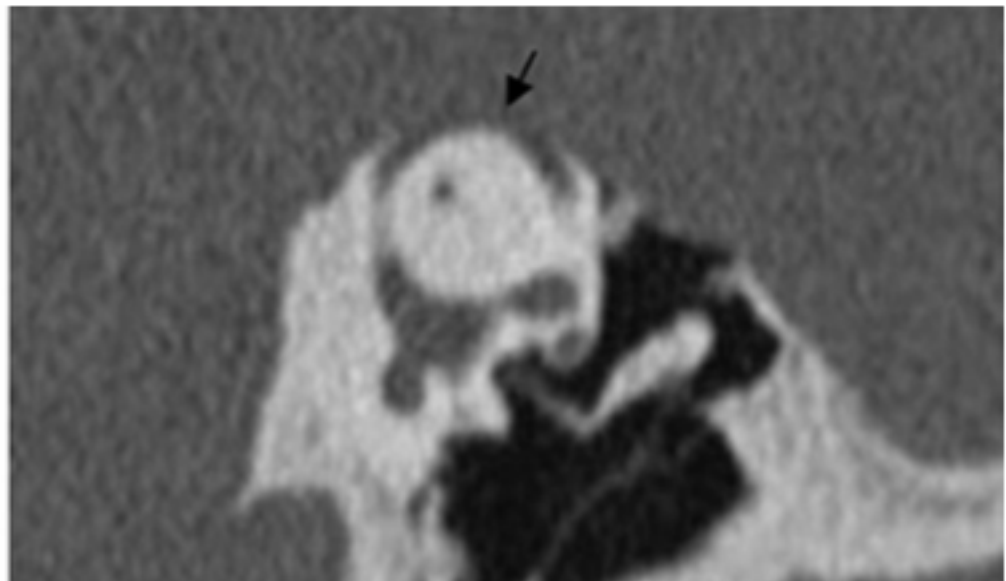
TAC de uma deiscência do canal semicircular (seta preta) na secção de Pöschl⁽⁶⁾.
